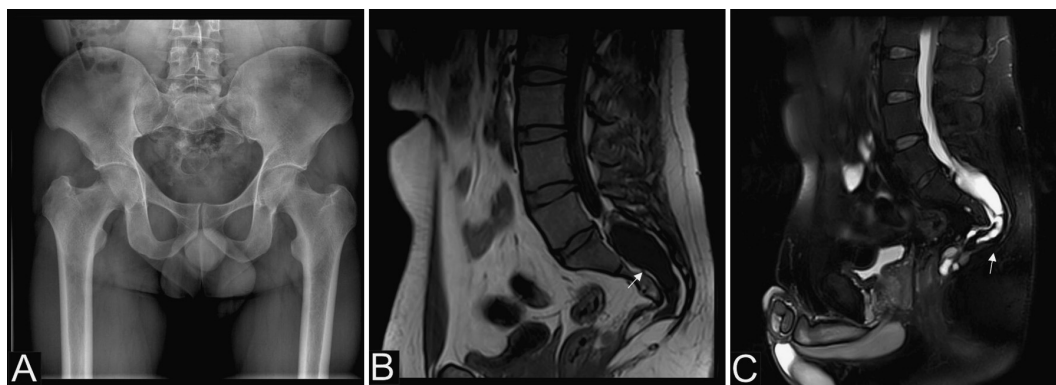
Caso 3: varón de 41 años con síndrome de Currarino. A) En la radiografía simple AP de la pelvis se observa un hemisacro. B) La resonancia magnética en el plano sagital potenciada en T1 evidencia una lesión quística hipointensa que comunica con el canal espinal (flecha). C) Imagen sagital potenciada en T2 con supresión grasa. La lesión es hiperintensa (flecha). Hallazgos compatibles con un meningocele anterior.
